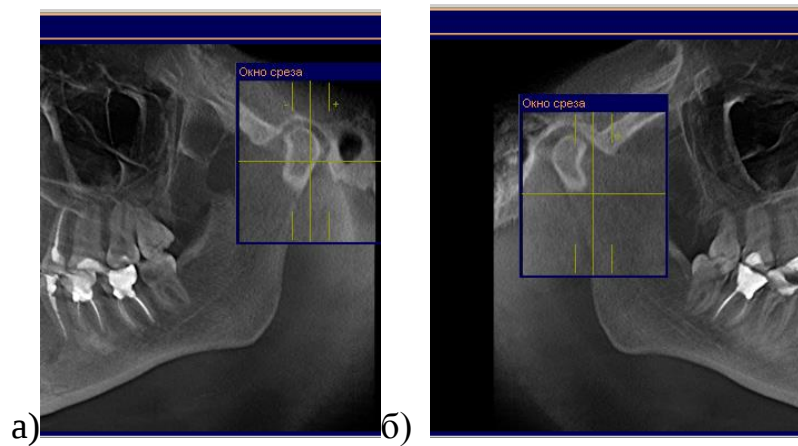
3Д КТ ВНЧС в положении центральной окклюзии а)- левая и б)- правая
